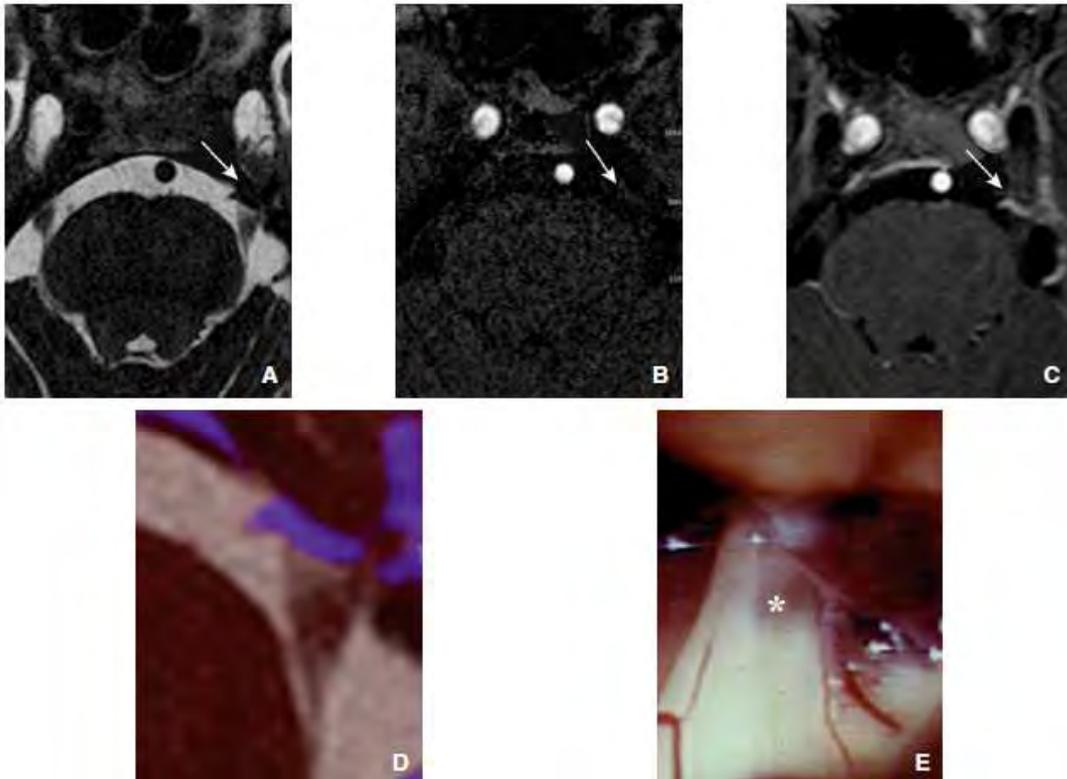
Etude des images produites chez un même patient avec l'IRM-3D-T2 haute résolution (A), l'ARM-TOF-3D (B), l'IRM-3D-T1 avec injection de gadolinium (C) et la fusion des IRM 3D-T2 haute résolution et 3D-T1 avec injection de gadolinium. Ces images sont ensuite comparées avec les relevés effectués durant la chirurgie (D) confirmant une compression du nerf par la veine pontique transverse. Les flèches et astérisques indiquent la localisation de la CVN [72].*
